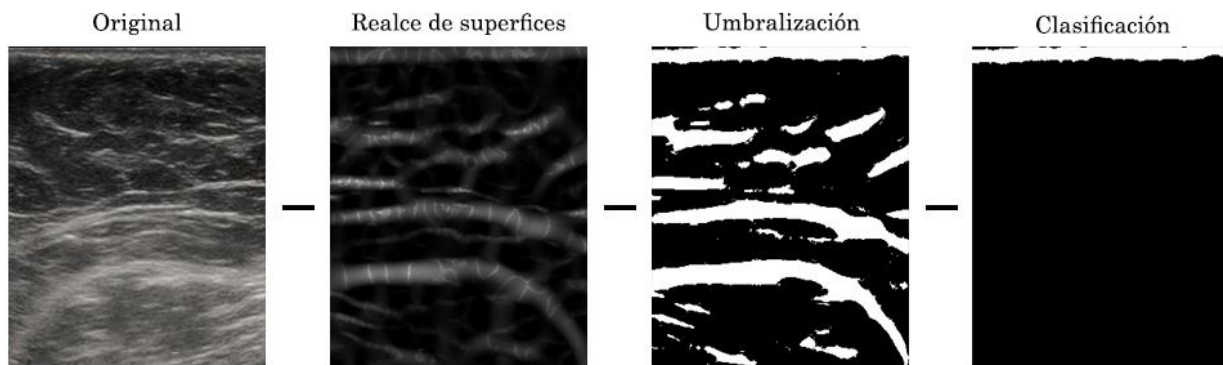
Pasos para la clasificación de píxeles como piel en imágenes de ultrasonido
